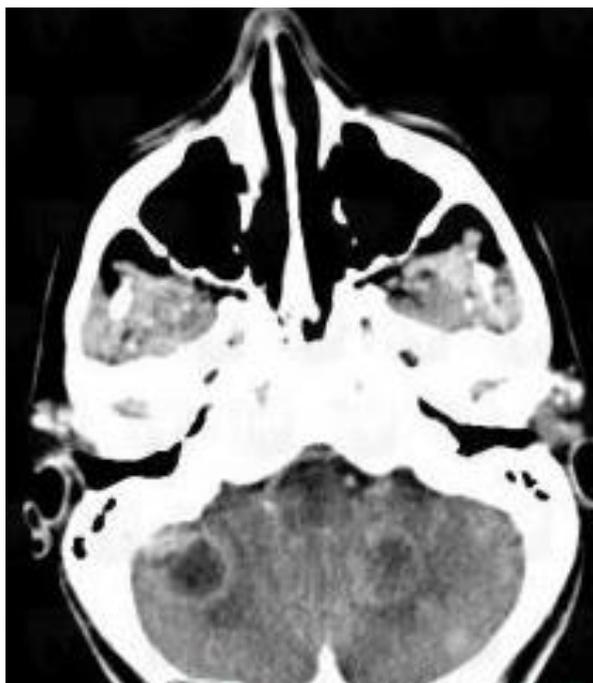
le TDM cérébrale en coupe axiale centrée sur le cervelet montrant deux lésions hémisphériques (droite et gauche) évoquant des métastases cérébelleuses [95].
